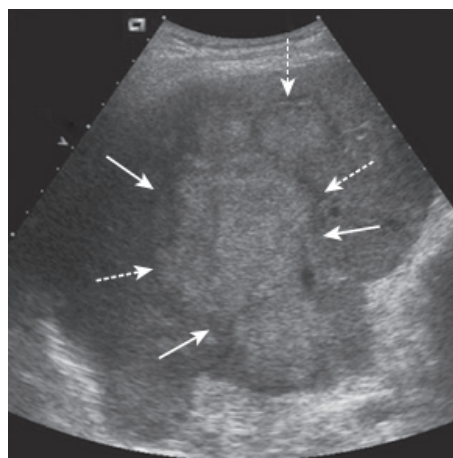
Métastase hépatique d'un cancer colique en échographie [5]
